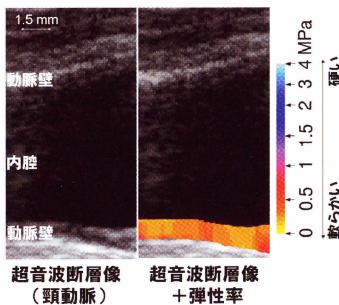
頸動脈の従来の超音波断層像（左）と弾性率（硬さ）に関する断層像（右）
